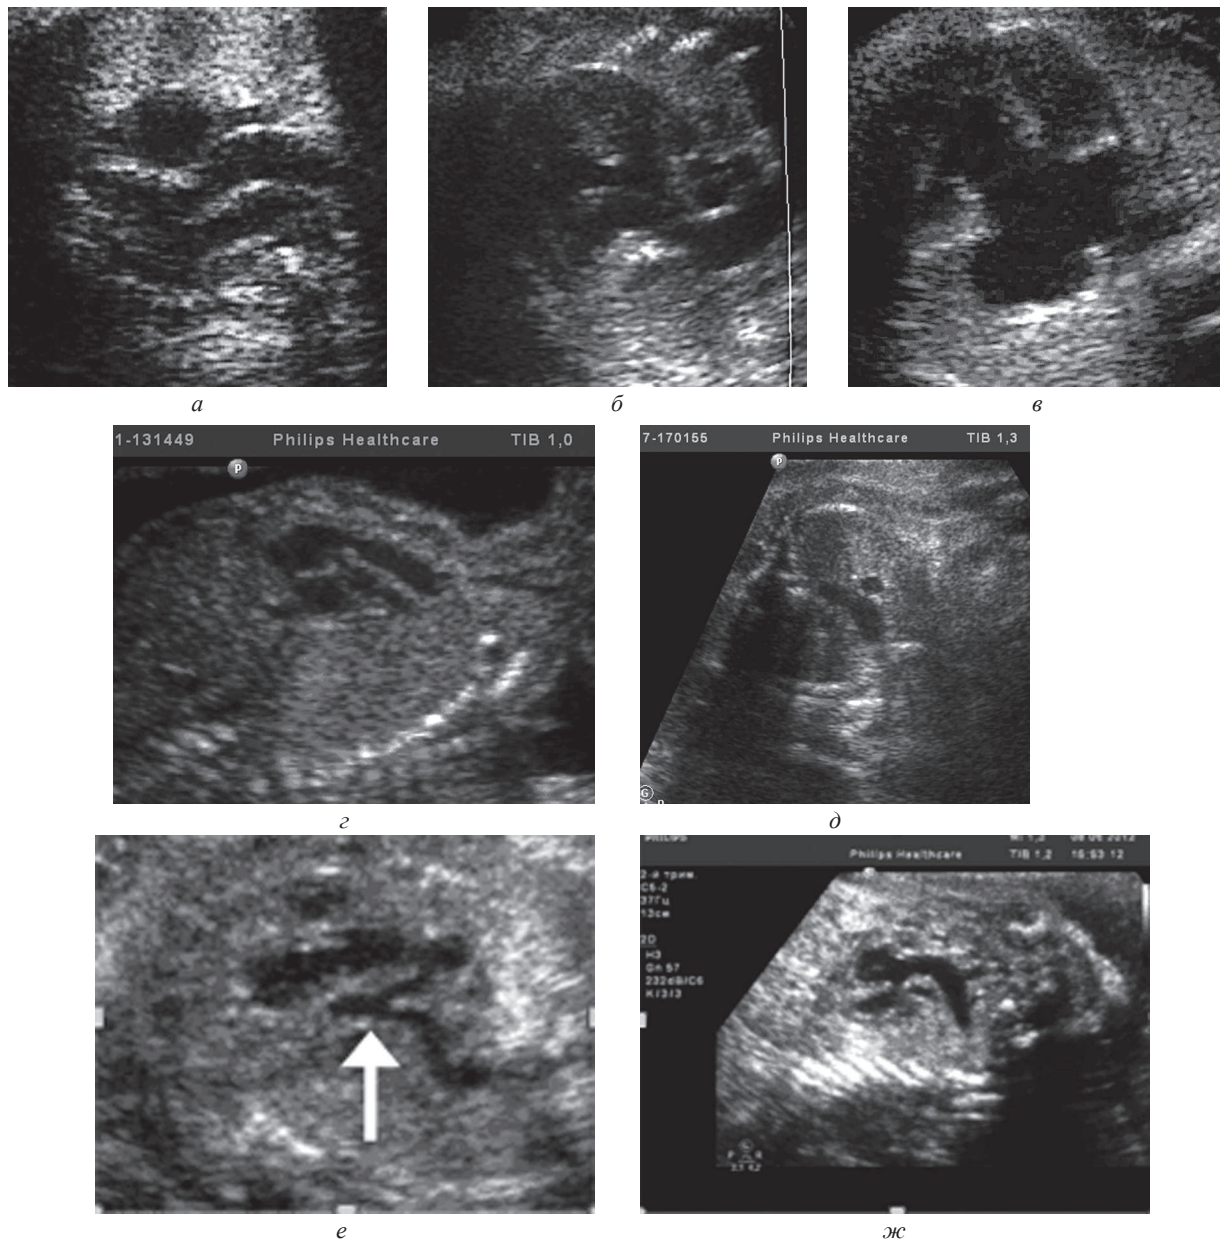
Эхокардиографические изображения трех плодов с ДВПЖ, неблагоприятные постнатальные ОПР и КПР:
